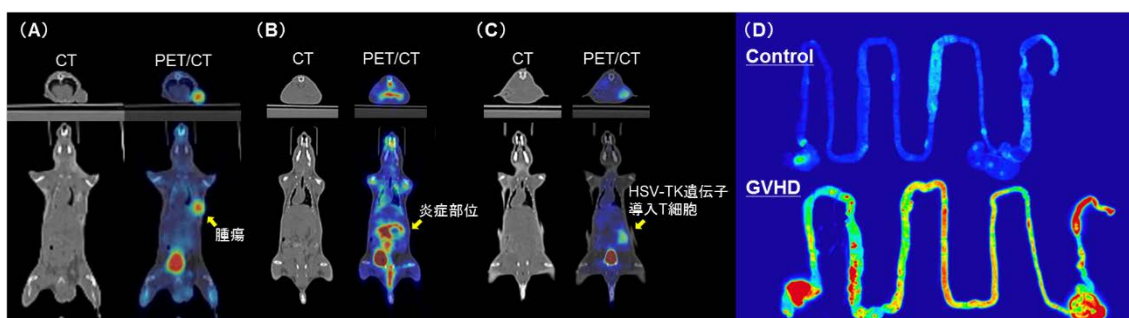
(A-C) 担がんマウスを用いたFDG (A)、およびGVHDモデルマウスを用いたFDG (B)、FEAU (C) によるPET/CT像。(D) 正常およびGVHDモデルマウスへのFDG投与後に摘出した消化管のARG像
